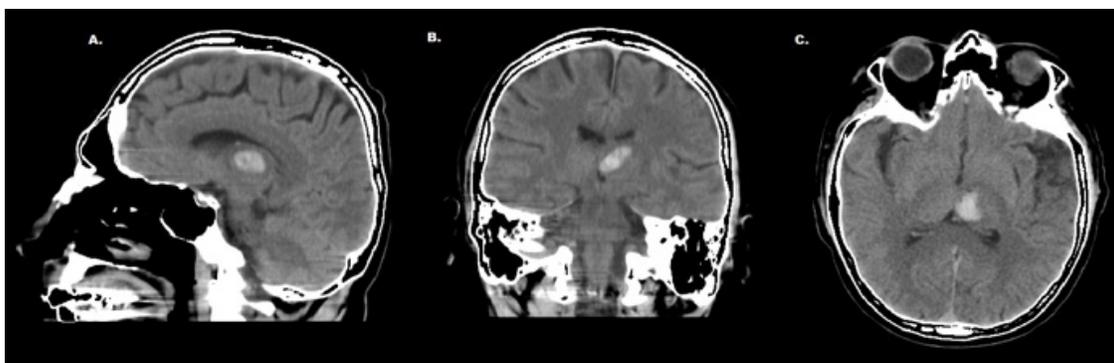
A, B y C: TAC de cráneo simple (corte sagital, coronal y axial) que evidencia hematoma de ubicación talámico izquierdo con diámetro máximo de 16 x 15 mm que estaría en relación a hematoma intraparenquimatoso
